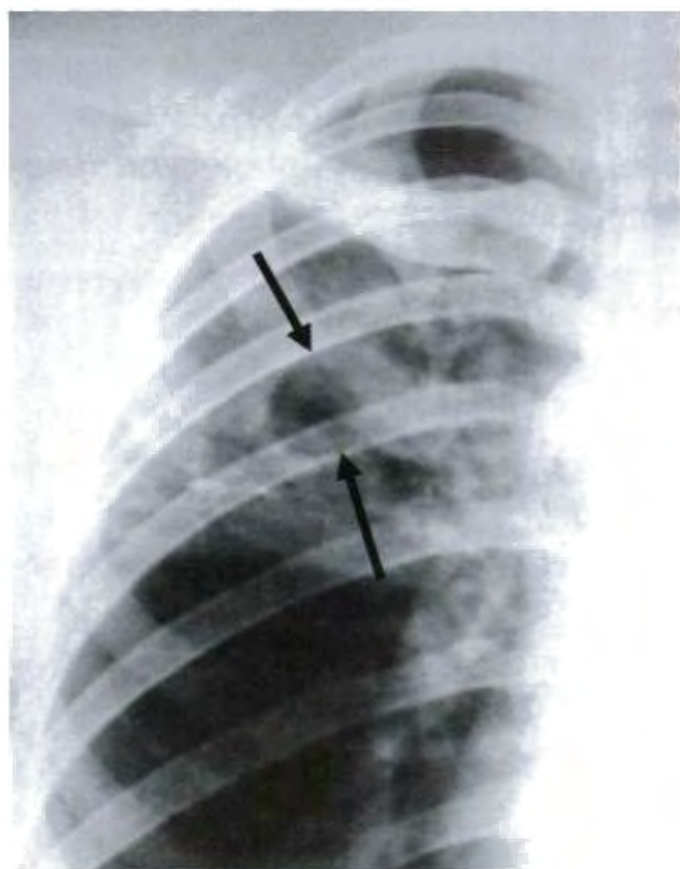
Формирующаяся полость округлой формы (рентгенограмма).
